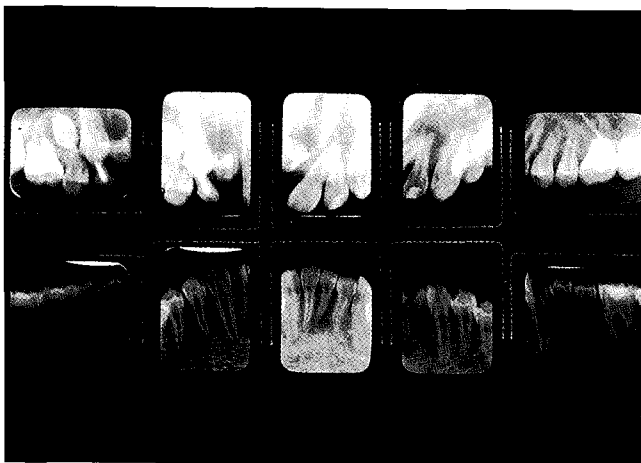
Periapical radiograph.
